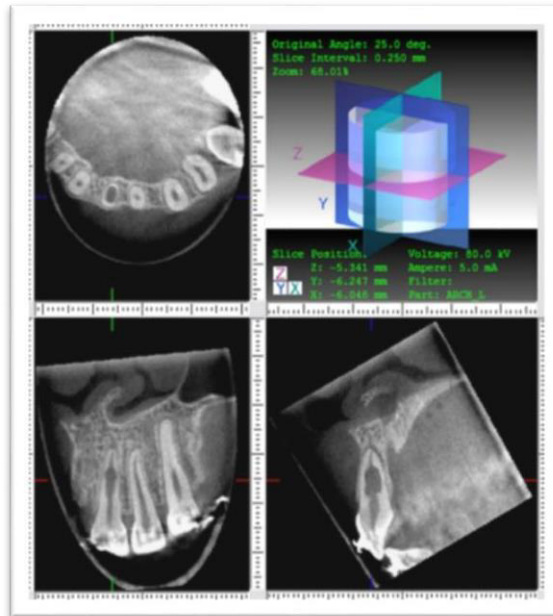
Una imagen de tomografía volumétrica de haz cónico (CBVT) de una reabsorción interna inflamatoria radicular en un incisivo central superior. La técnica permite la observación de las dimensiones de la lesión en el plano axial, sagital y coronal. Cortesía de los Dres. T. Cotton, T. Geisler, D. Holden, S. Schwartz, y W. Schindler. (Otra sección del mismo diente fue originalmente publicado en J Endod 2007: 33: 1121-1132) Fuente: Endodontics Topics
